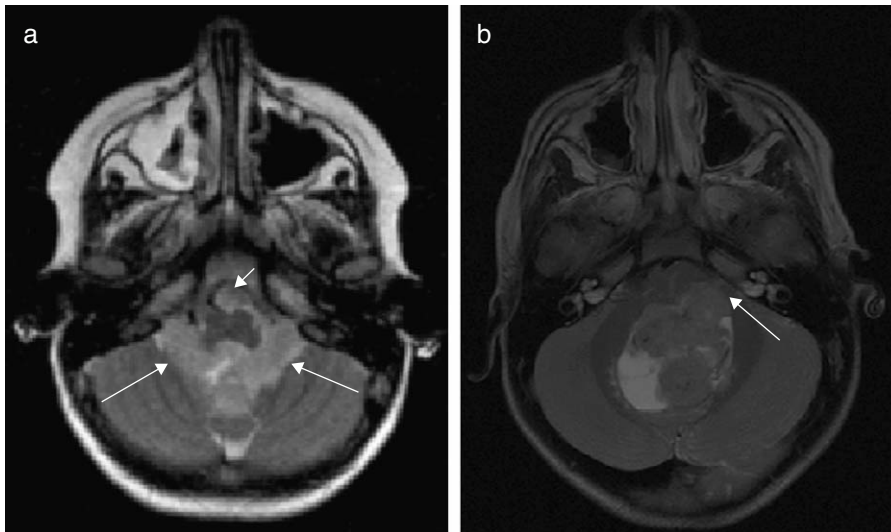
Aunque puede ocurrir la extensión foraminal afectando a cisterna del ángulo pontocerebeloso, cisterna magna u otros compartimentos cisternales, no es lo habitual en el meduloblastoma, permitiendo el diagnóstico diferencial con el ependimoma, tumor de línea media infratentorial que sí presenta esta característica. a) RM axial T2 técnica fast con extensión tumoral a cisterna prebulbar (flecha corta) y agujeros de Lushka y Magendi (flechas largas). b) RM axial T2 muestra meduloblastoma dirigiéndose y ocupando parcialmente la cisterna del ángulo pontocerebeloso izquierdo (flecha).
